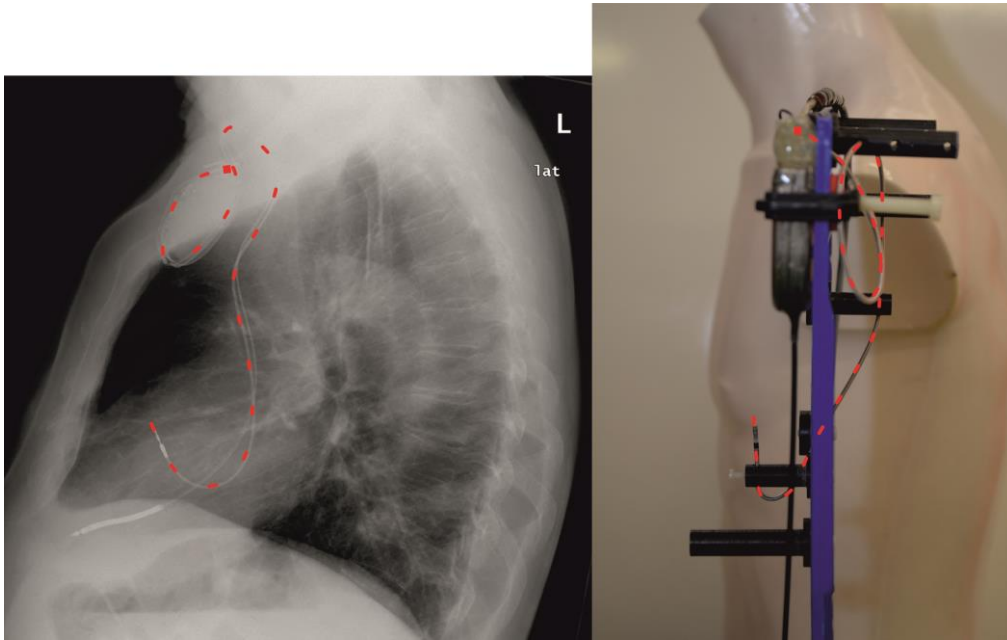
Laterale Ansicht der hier beispielhaft nachgebildeten linkspektoralen atrialen Sondenlage im Messphantom (rechts) im Vergleich zu einer Röntgen-Thorax-Aufnahme eines Menschen mit kardialem Implantat (links).
